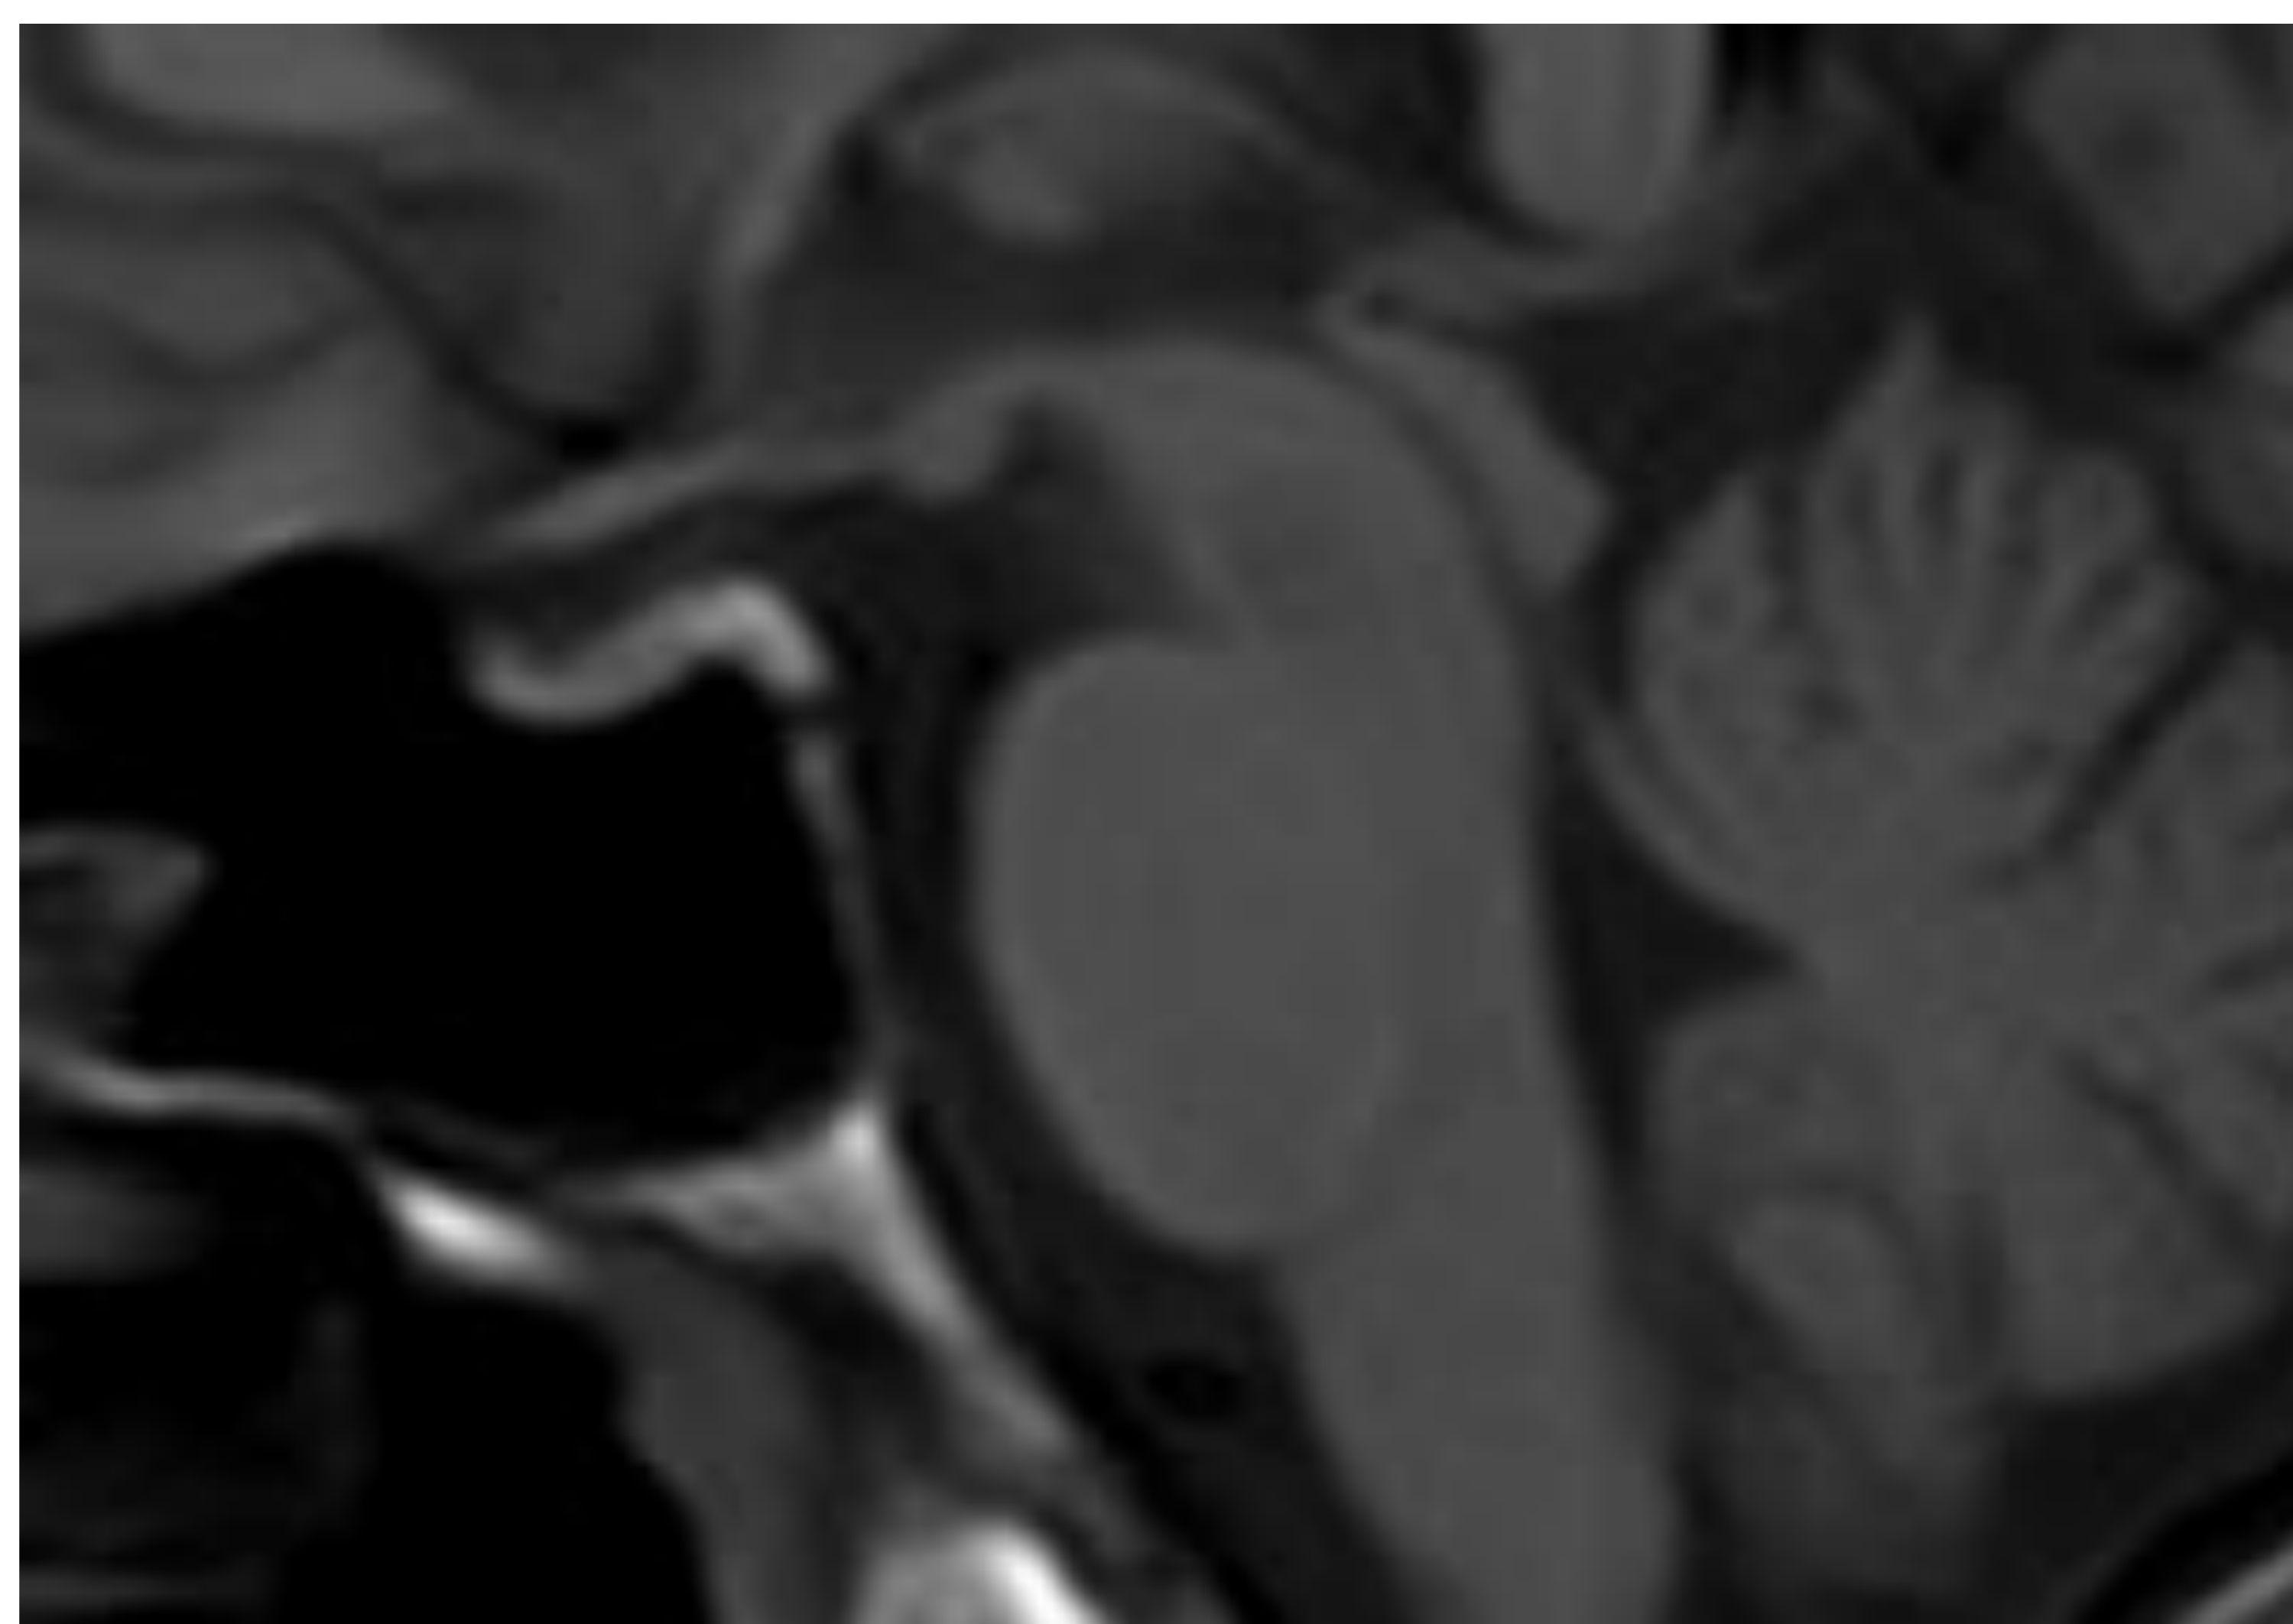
Las imágenes corresponden al mismo paciente. La imagen de la RM superior se realizó 2 años antes (por otro motivo diferente) que la inferior, dónde el paciente presenta clínica y hallazgos compatibles con hipotensión intracraneal. Comparando ambas imágenes puede verse que en la imagen inferior la hipófisis ha perdido su morfología previa.
